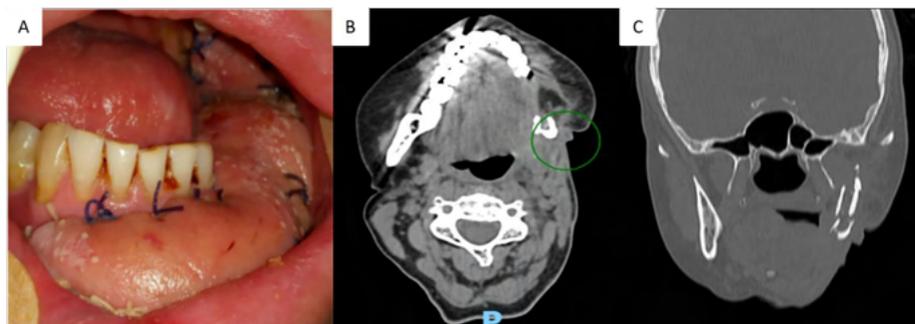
Avaliação clínica e de imagem no pós-operatório. (A) Exame intraoral após 07 dias de pós-operatório do posicionamento de retalho de antebraço; (B) Corte axial de TC após 03 meses da cirurgia e (C) Corte coronal.
